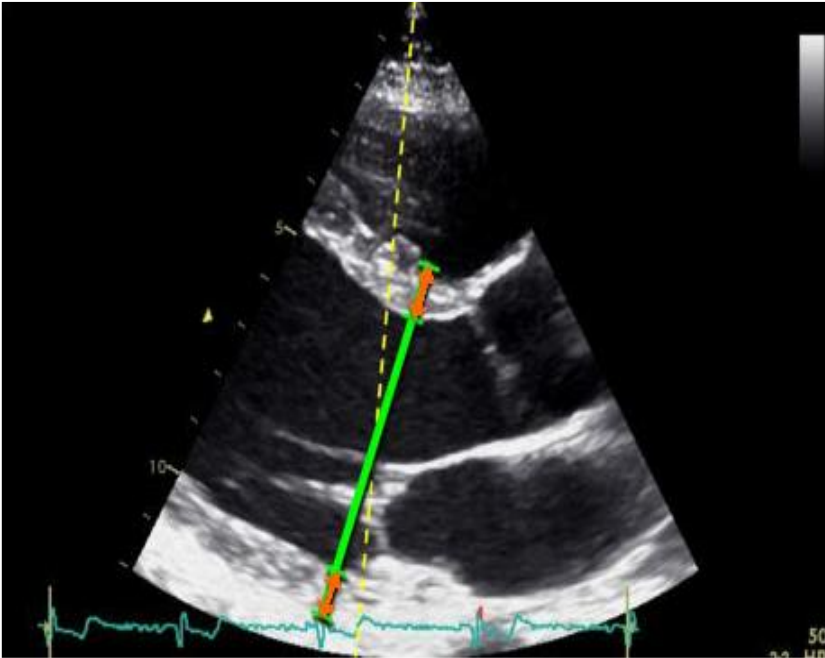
Ecocardiograma bidimensional. Eje paraesternal Largo, medición de cavidad ventricular en diastole.
